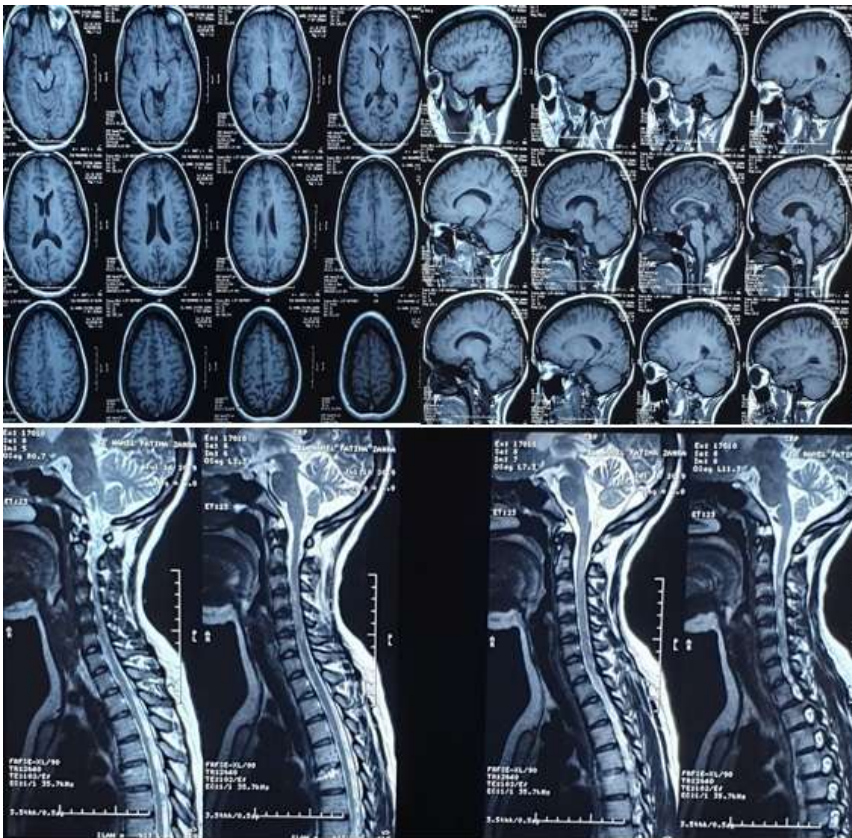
l'IRM cérébro-médullaire: séquence T1, T2 et T2 flaire objective des lésions démyélinisant périventriculaire et médullaire
